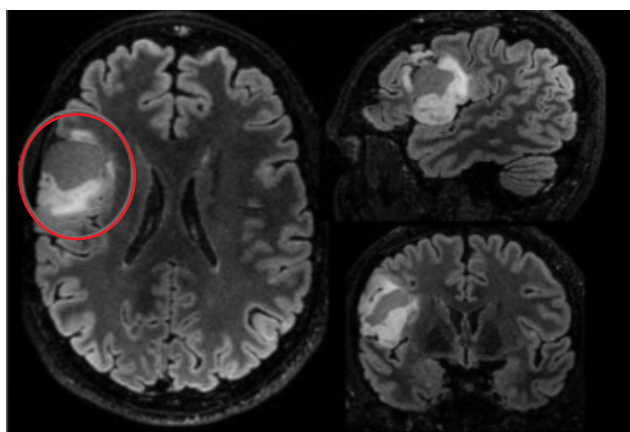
RM 3T de alta resolución. Las imágenes muestran una lesión fronto-temporo-insular (círculo rojo) con ligero efecto de masa: (T1)- izquierda). RM (3T) de alta resolución -con contraste- y FLAIR (derecha).
